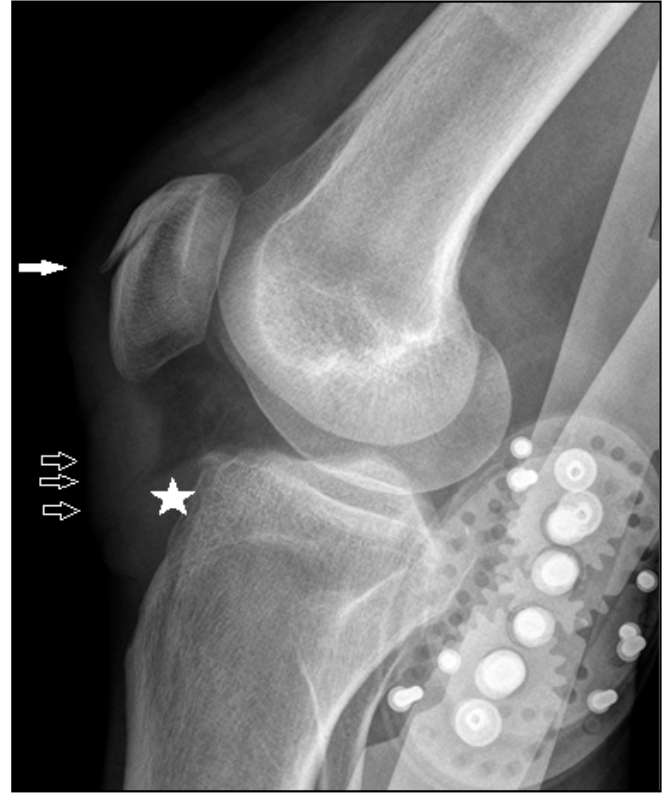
Lateral knee x-ray shows thickening of prepatellar soft tissue and fracture of the patella (white arrow), blurring of the posterior margin of the patella tendon and soft tissue opacity representing superficial infrapatellar bursa (arrows), partially obliterated infrapatellar bursa fat pad just above the tibial tuberosity (*)
